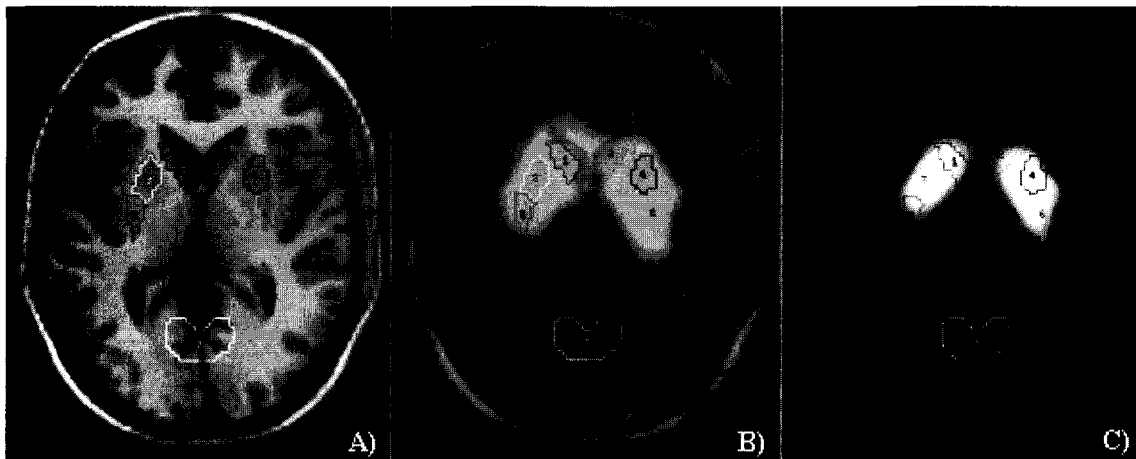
Delineate the region of interest Rt. Lt caudate (1, 2), anterior putamen (3, 4), posterior putamen (5, 6) and occipital (7). A) ROI on the template MRI, B) ROI on the registered image, C) ROI on the  $^{123}\text{I}$  IPT SPECT.
